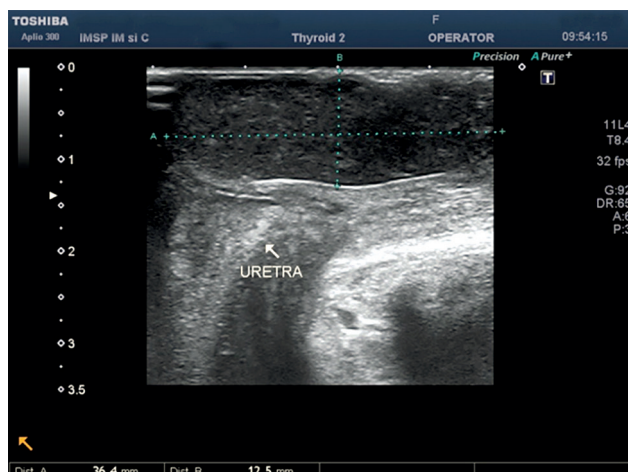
Ultrasonografie: chist parauretral 36.4x12.5 mm. (*)
